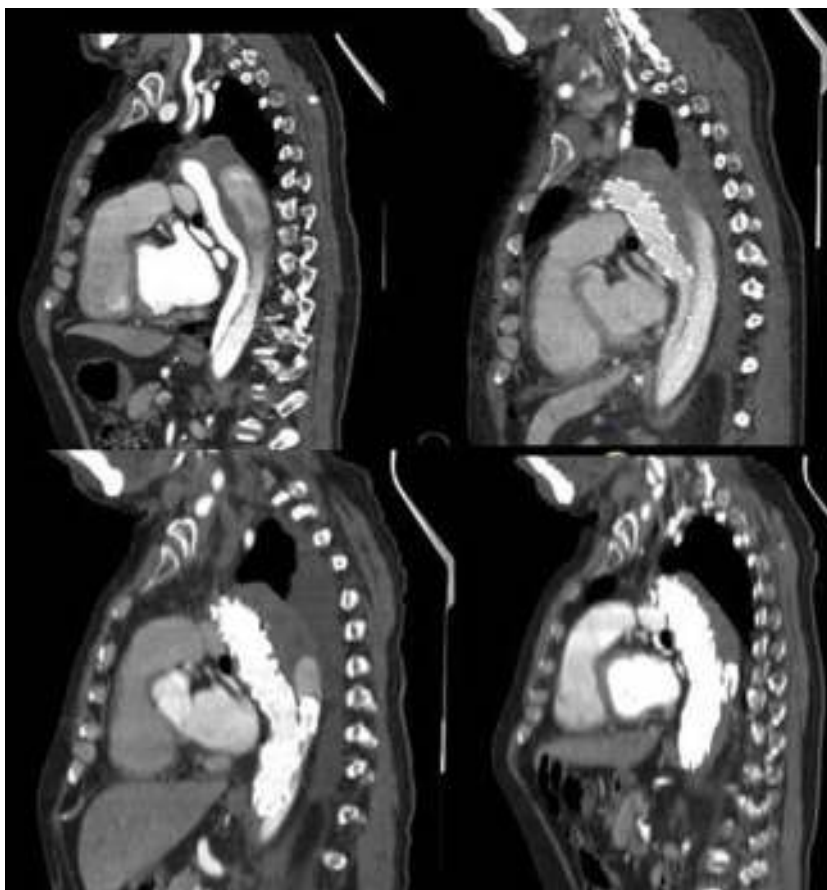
Angio-TC reconstrucción 3D. Disección aórtica tipo B tratada mediante TEVAR con trombosis de la luz falsa en porción torácica y permeabilidad de falsa luz en segmento infradiafragmático (flecha).
